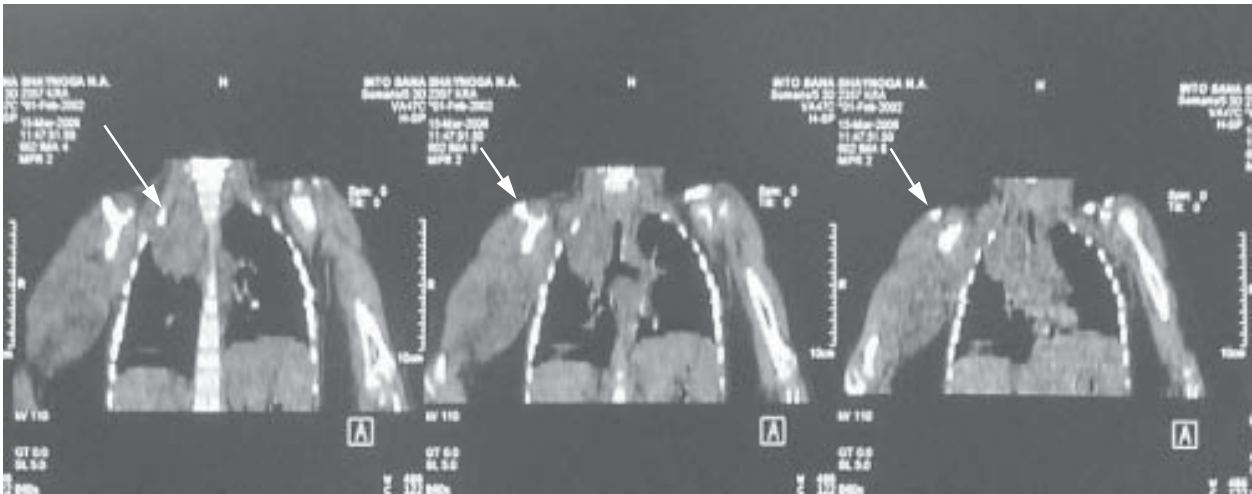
Лімфангіома. Комп'ютерні томограми (а–в)
